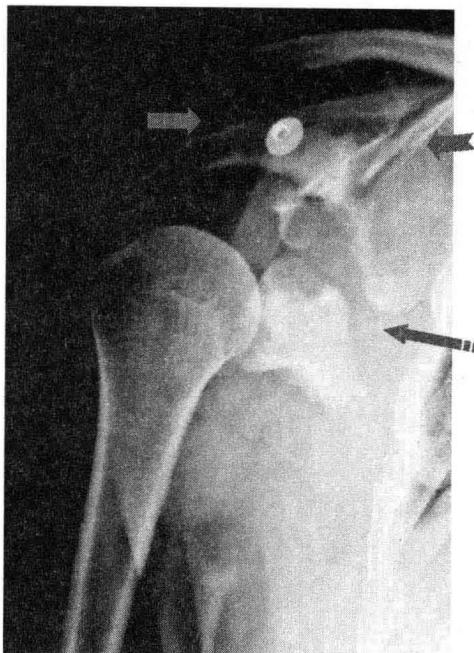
原始X线片清晰显示肩胛颈骨折向下方移位（虚尾箭头），肩锁关节间隙增大（箭头），肩胛冈基底骨折并向外下方移位（燕尾箭头）
